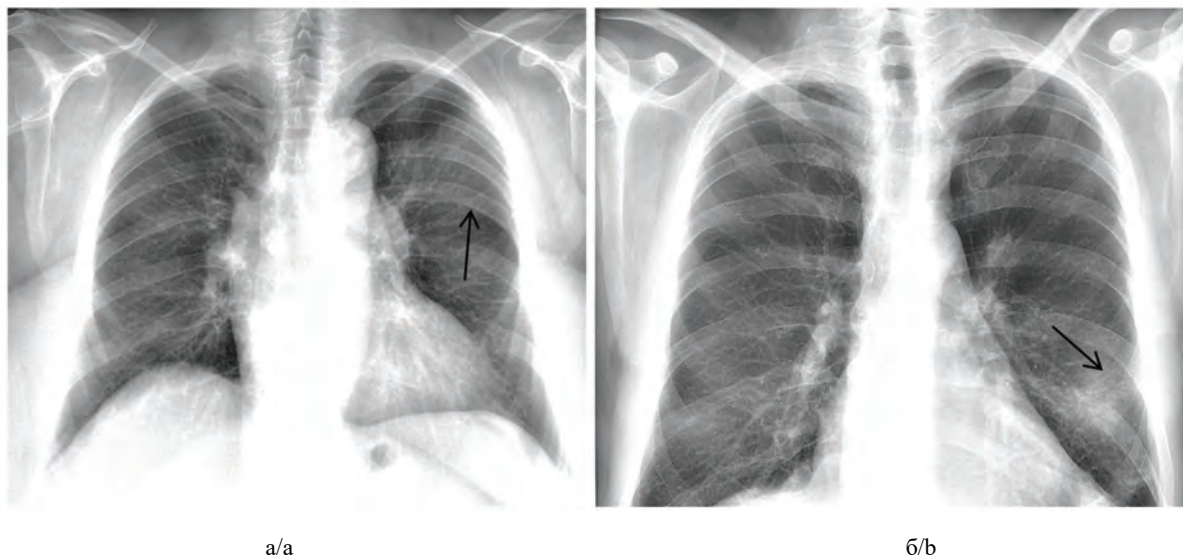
Оглядові цифрові рентгенограми пацієнтів із позитивним ПЛІР: визначається ділянка зниження прозорості без чітких контурів низької інтенсивності; а) у проекції верхньої частки лівої легені; б) у 5-му м/р лівої легені
